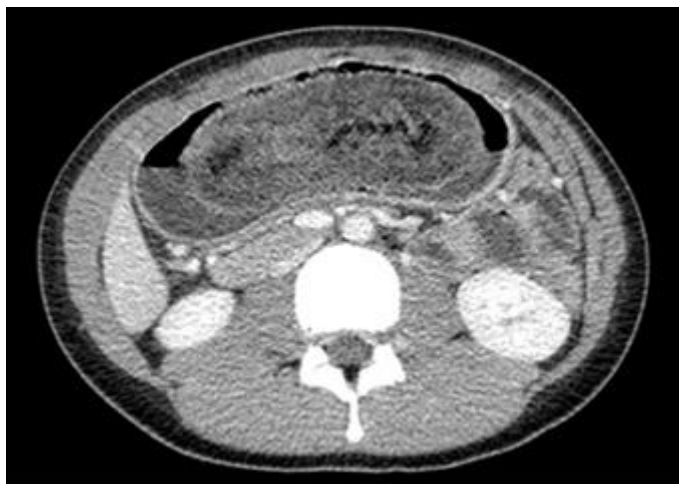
Tomografía axial computarizada que muestra una masa en el interior de la cámara gástrica de baja densidad y patrón moteado con burbujas de aire en su intersticio.
